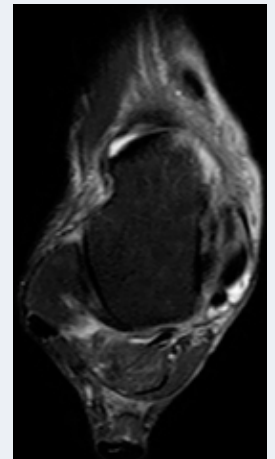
IRM. Coupe axiale. Ténosynovioarthropathie mécanique du TTP.
